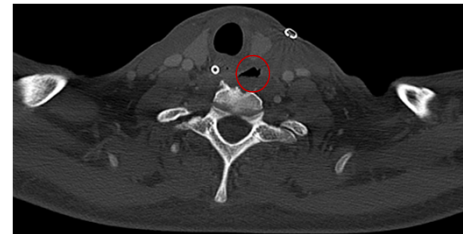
TC cervical (axial): colección hidroaérea + fístula esofágica
